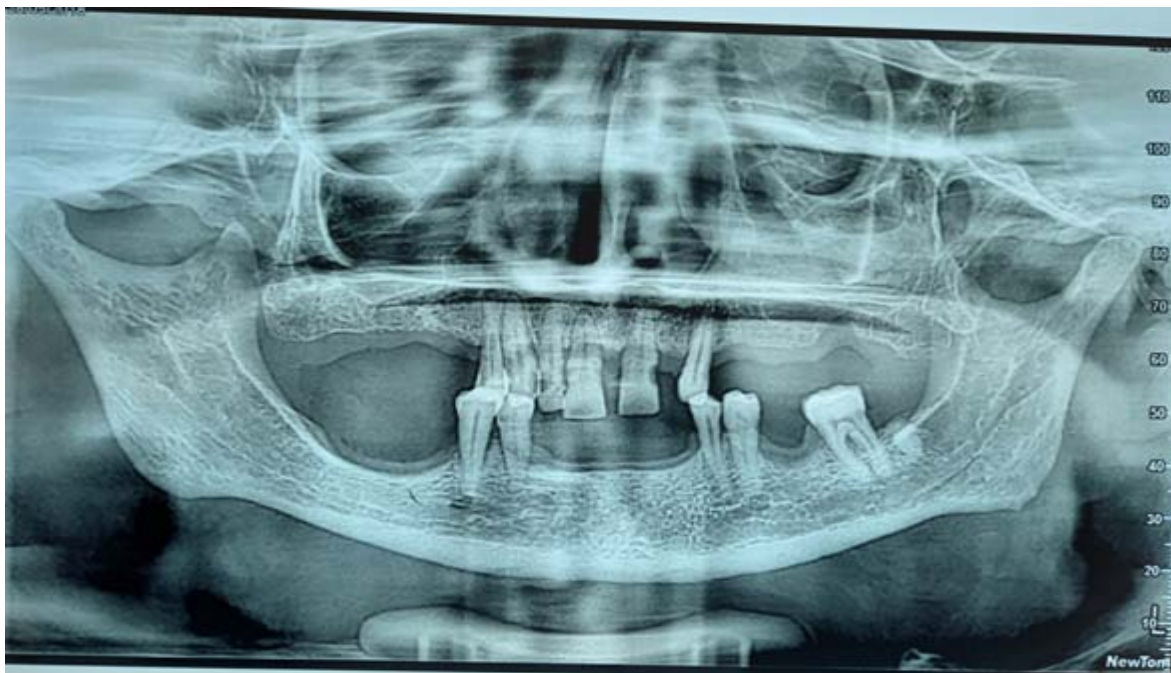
Radiographie panoramique montrant une CBS
